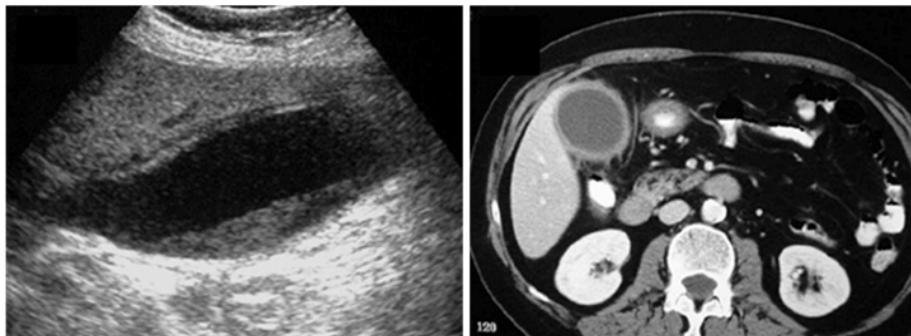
Ecografía y TAC abdominal: dilatación vesícula, engrosamiento de pared, edema submucoso y barro biliar, SIN presencia de litiasis
